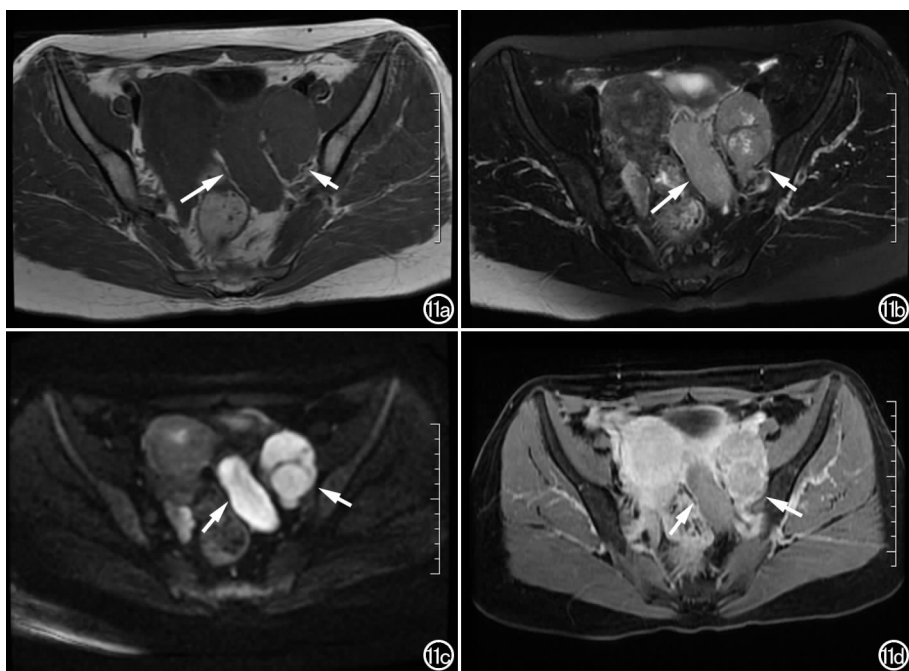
女, 47 岁, 左侧输卵管高级别浆液性癌。a) 横轴面 T_1 WI 平扫示左侧输卵管腊肠样扩张(长箭), 左侧输卵管伞端见均匀低信号肿块(短箭); b) 横轴面 T_2 WI 抑脂平扫示扩张的左侧输卵管、伞端肿块呈稍高信号(长箭), 伞端肿块信号不均匀(短箭); c) 横轴面 DWI 示扩张的左侧输卵管和伞端肿块呈明显高信号(箭); d) 横轴面 T_1 WI 抑脂增强示左侧扩张的输卵管、伞端肿块呈轻中度强化(箭), 伞端肿块边缘明显强化。
